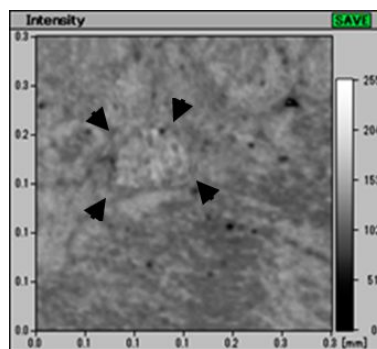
超音波顕微鏡像. 矢頭は筋間神経叢を指す
